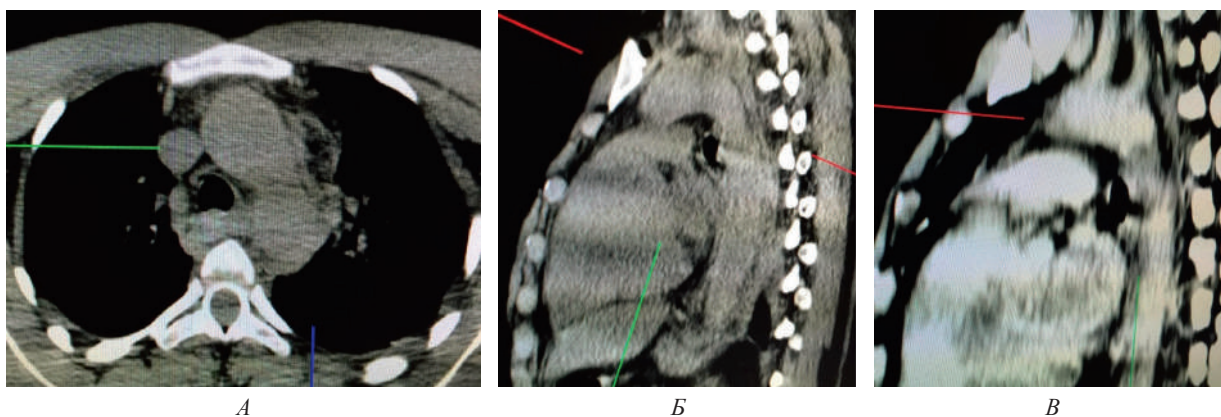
МСКТ-ангиограммы груди пострадавшего Е., 23 лет с разрывом перешейка аорты при закрытой сочетанной травме груди: А – поперечный срез Б и В – сагиттальные срезы. Видны дефект наполнения сосуда и парааортальная гематома
